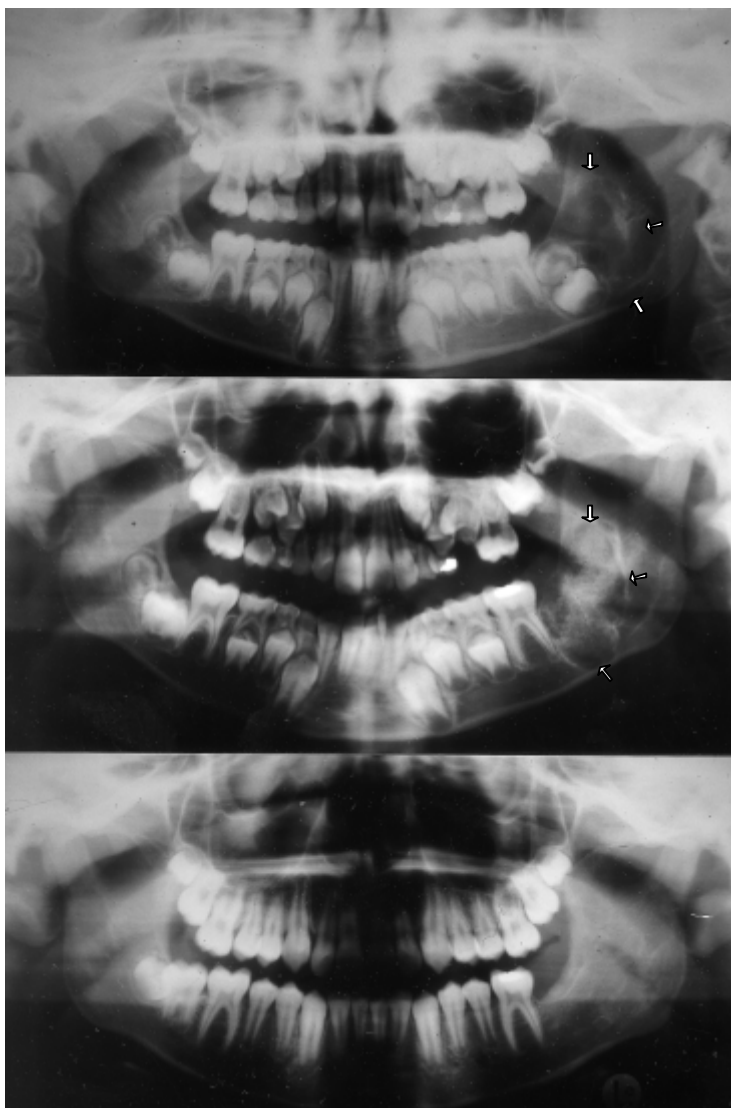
a,b,c: Orthopantomogramm mit präoperativer Darstellung (Pfeile) einer follikulären Zyste (a), nach Zystektomie und knöcherner Rekonstruktion (Pfeile) durch humane demineralisierte Knochenmatrix 6 Monate postoperativ (b) sowie 3 Jahre postoperativ mit Zeichen der vollständigen knöchernen Regeneration (c)
